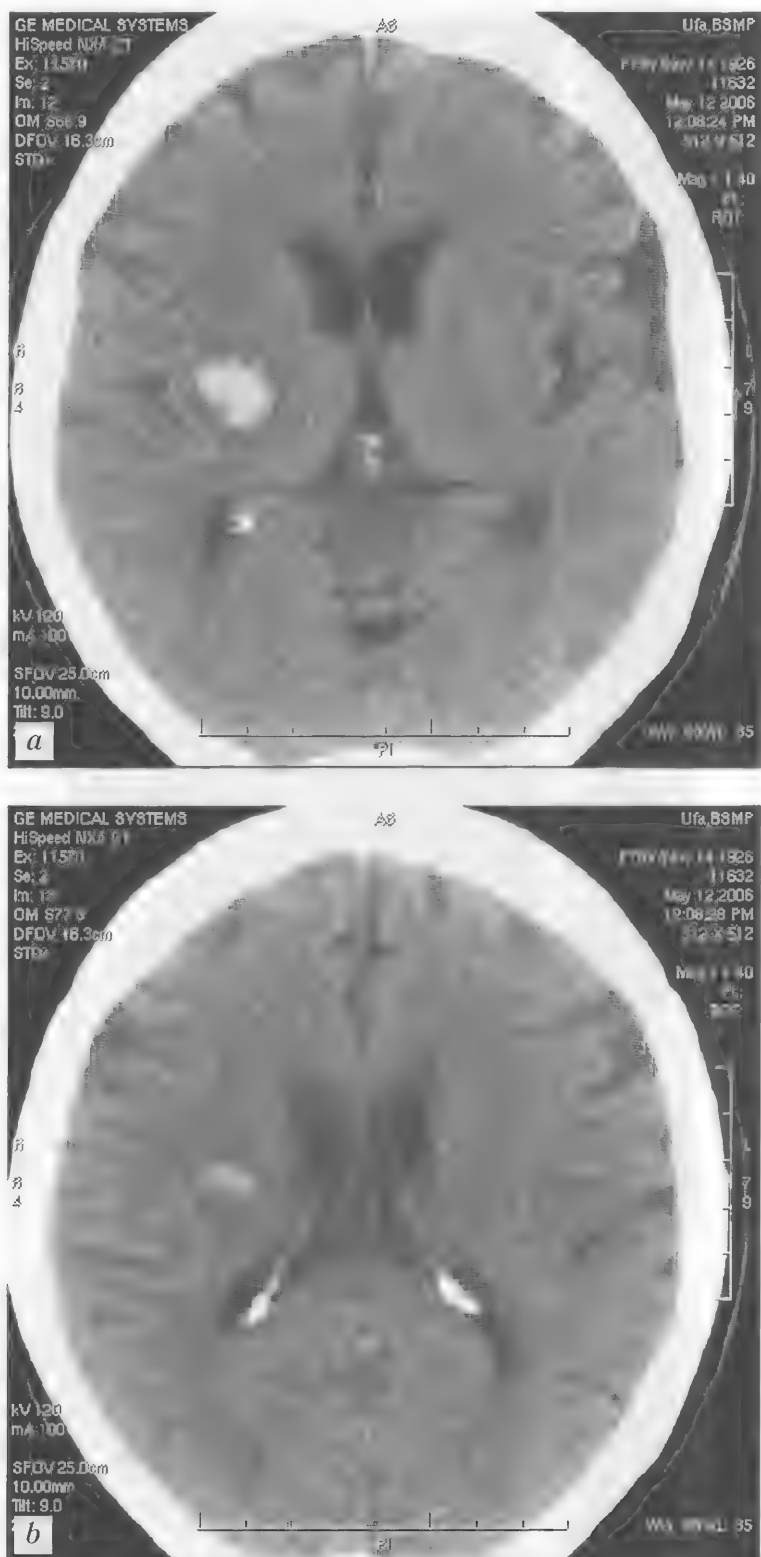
Больной Б., 79 лет. Изолированное гипертензивное кровоизлияние с формированием латеральной путаменальной гематомы в стадии частичной резорбции. КТ — *a, b*
